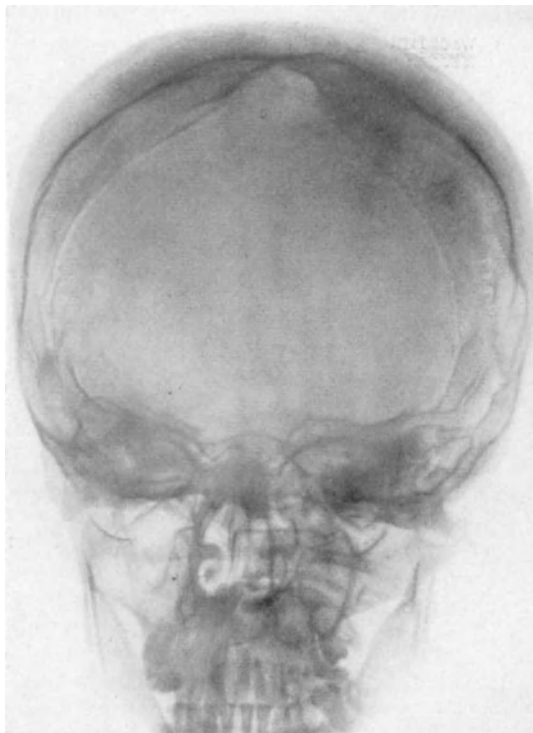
Turmschädel bei kongenitalem hämolytischem Ikterus im Röntgenbild. Die verdickte Schädelkalotte wirkt wie ein Heiligenschein. (Nach GÄNSSLEN.)
